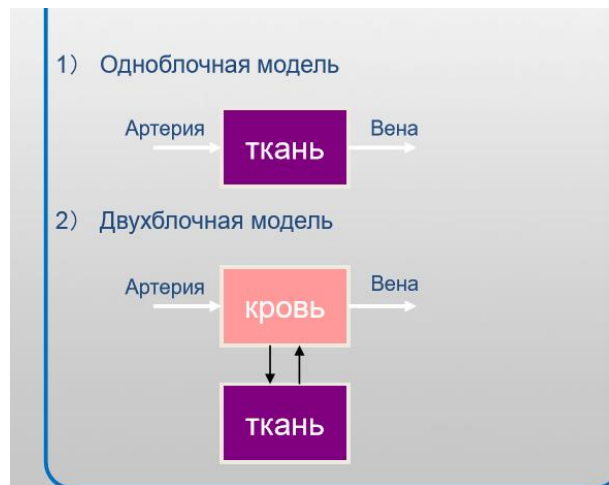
Модель блоков, принимаемых для оценки перфузии
